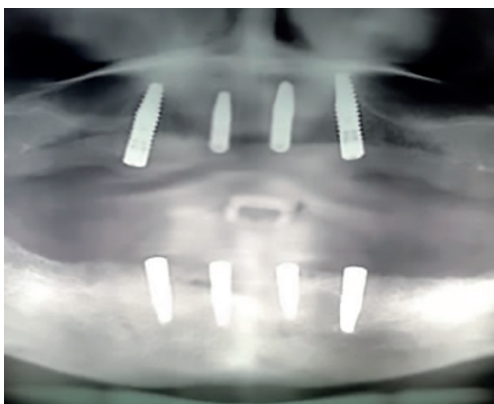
Radiografía panorámica de control a los 4 meses de la colocación de los implantes.
